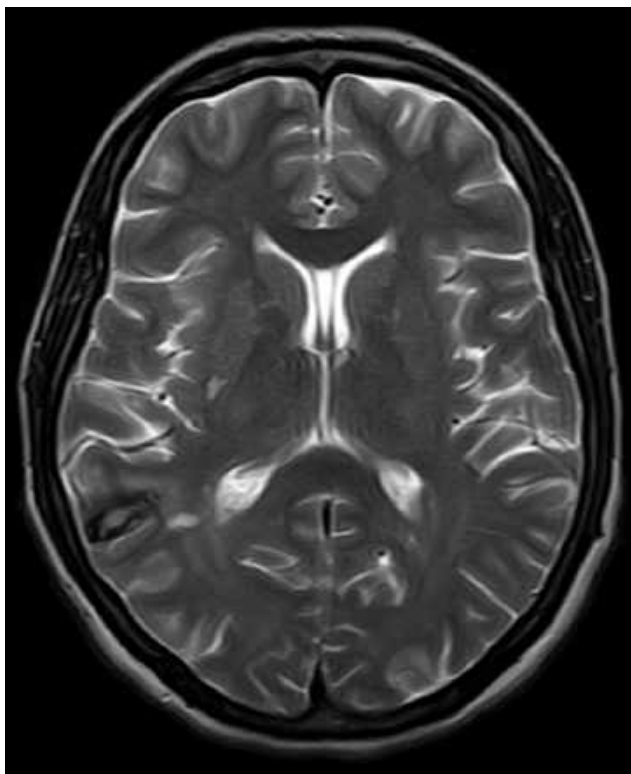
МРТ головного мозку (аксіальний зріз в T2 ЗЗ). Кавернома правої тім'яної частки дозволяє виявити множинні (спостереження №39, хвора І-о, історія хвороби №576).
